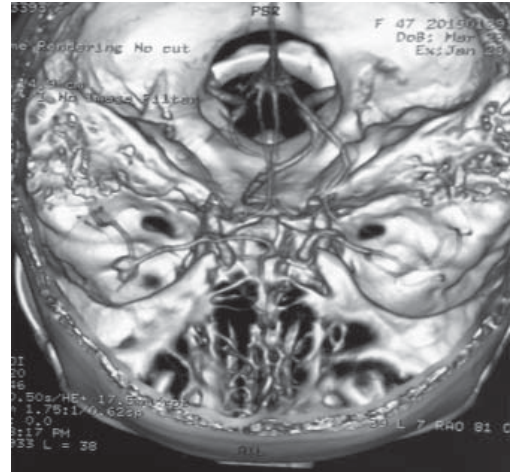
КТ-картина мешотчатой аневризмы правой срединной мозговой артерии
